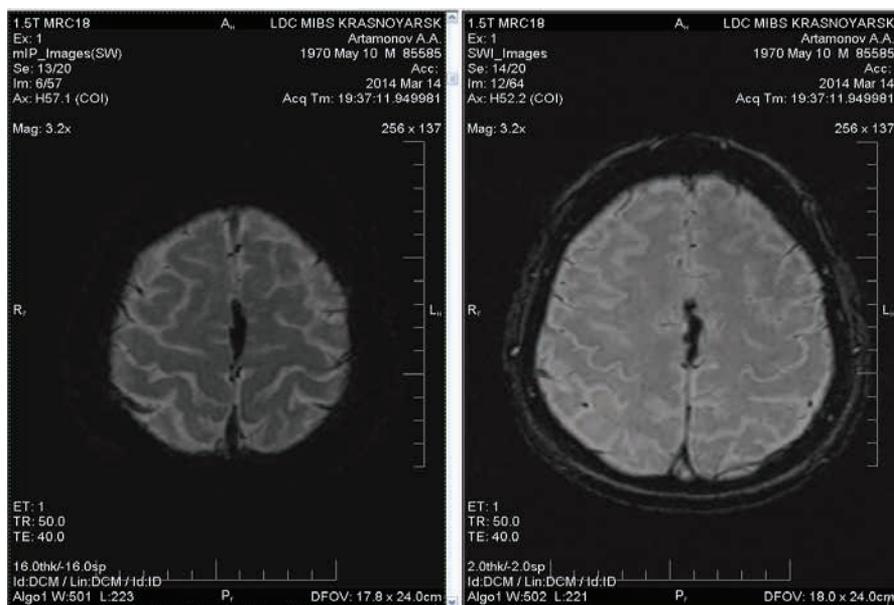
Высокопольная МРТ головного мозга пациента А., 43 г. (март 2014 г.): в средних отделах межполушарной щели, парасагиттально слева, определяется образование, интимно прилегающее к фалксу, имеющее гиперинтенсивный сигнал на T2 и T1, с подавлением сигнала от данного образования во FLAIR-режиме, с четкими ровными контурами, без признаков перифокальной реакции, размером The (структурно соответствует липоме фалкса)
